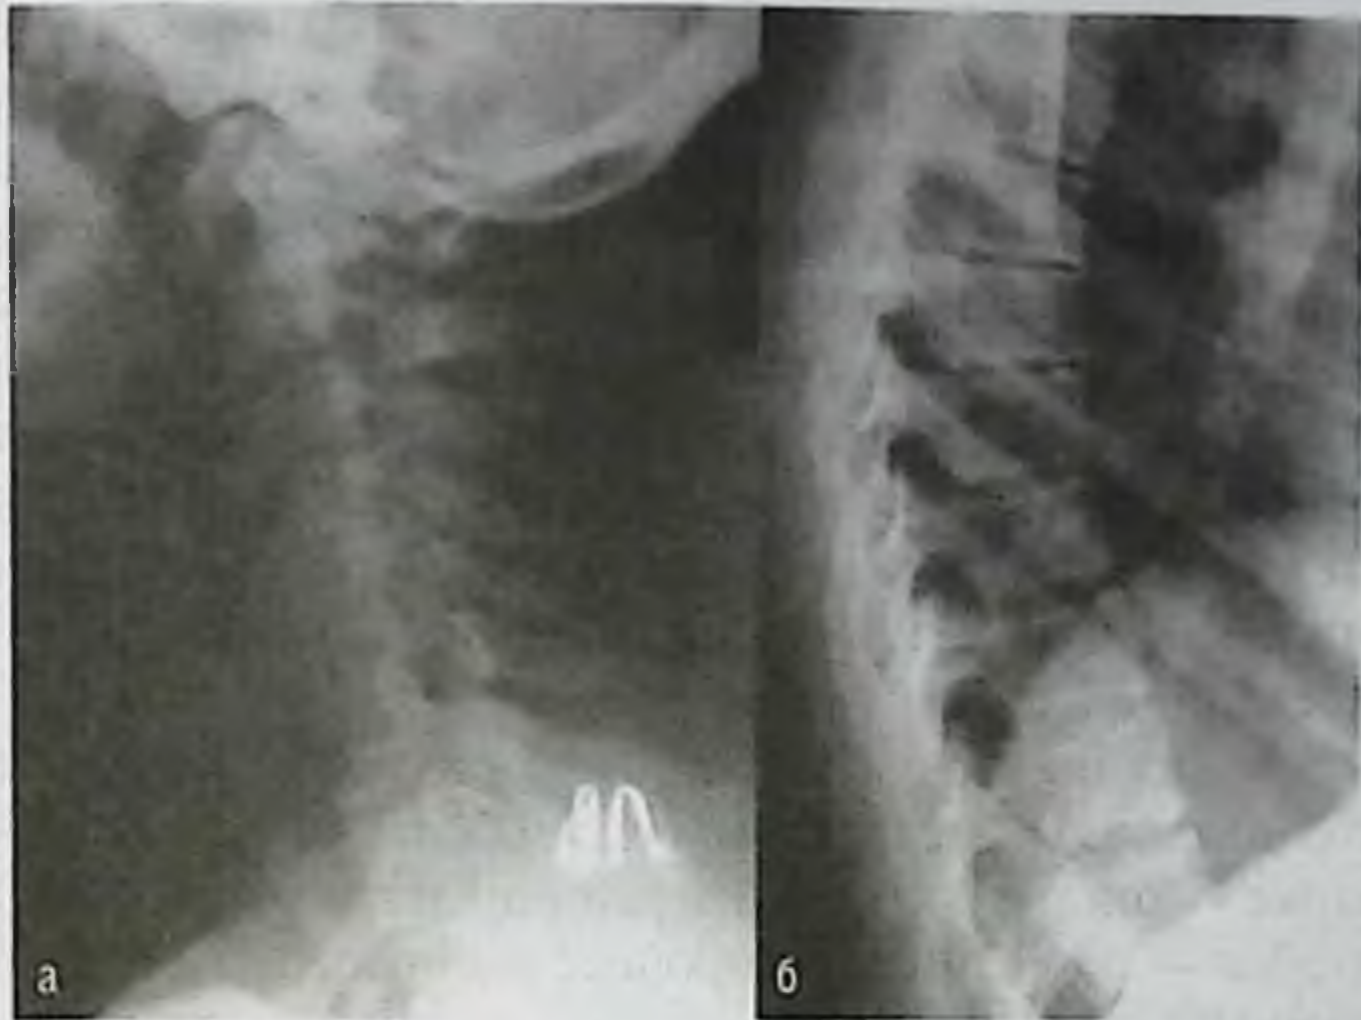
Рентгенограмма пациента с остеохондрозом позвоночника: а — шейный отдел; б — грудной отдел
